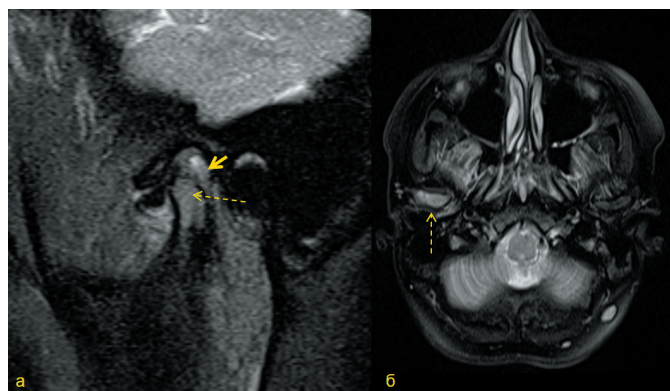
МРТ ВНЧС. PD FS в сагиттальной (а) и аксиальной (б) плоскостях. Утолщение синовиальной оболочки ВНЧС у пациента с ревматоидным артритом (короткая стрелка). Остеит (пунктирная стрелка)
